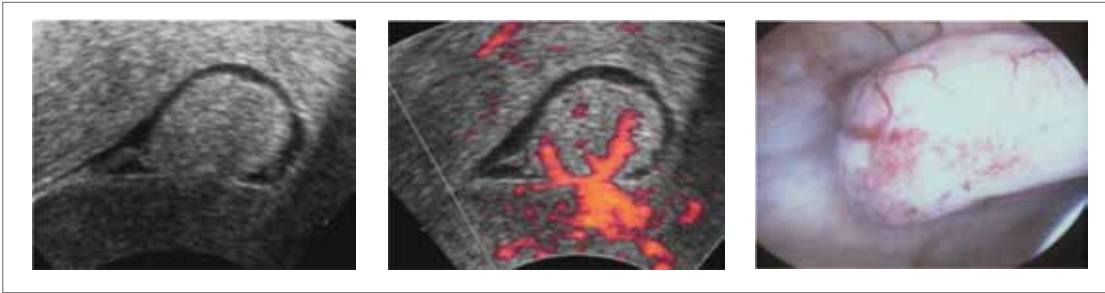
2D-Sonografie, Power-Doppler-Sonografie und hysteroskopisches Bild eines Korpuspolypen
